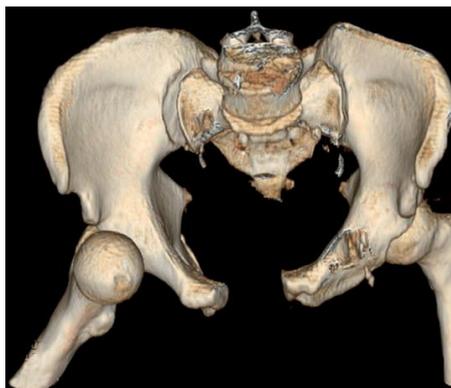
Frattura da compressione antero-posteriore tipo III. Ricostruzione TC 3D che mostra diastasi della sinfisi > 2,5 cm e lussazione sacro-iliaca destra. Si noti inoltre la lussazione della testa femorale destra.
